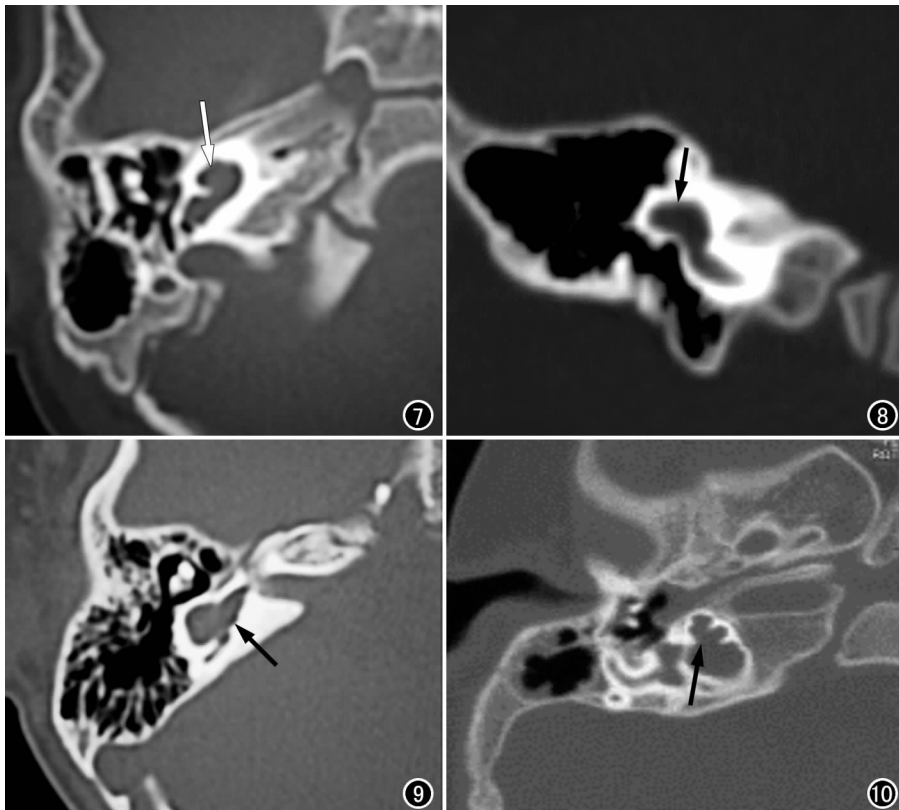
Mondini 畸形 I 型。HRCT 示耳蜗呈单一囊腔(箭)。图 8 HRCT 示水平半规管与前庭融合(箭)。图 9 共同腔畸形。HRCT 示前庭耳蜗无骨性分离(箭)。图 10 脑脊液耳蜗漏。HRCT 示内耳道与耳蜗底旋相通(箭)。
